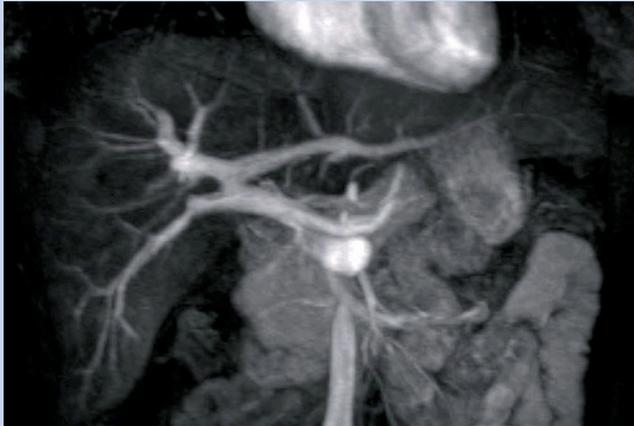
Imagen por resonancia magnética de una trifurcación portal. Casos con anatomía compleja pueden conllevar una tasa mayor de complicaciones en el postoperatorio.
